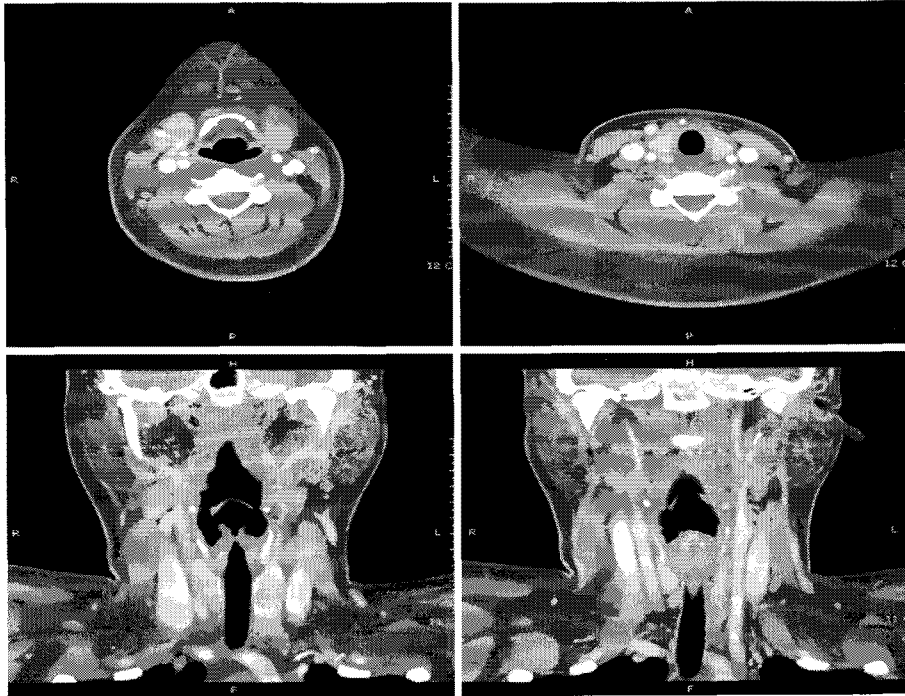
Contrast-enhanced axial and coronal CT scan taken 2 month after treatment of Picibanil. Cystic hygroma has decreased size and almost disappeared. Mass effect on the surrounding structures has almost disappeared.
